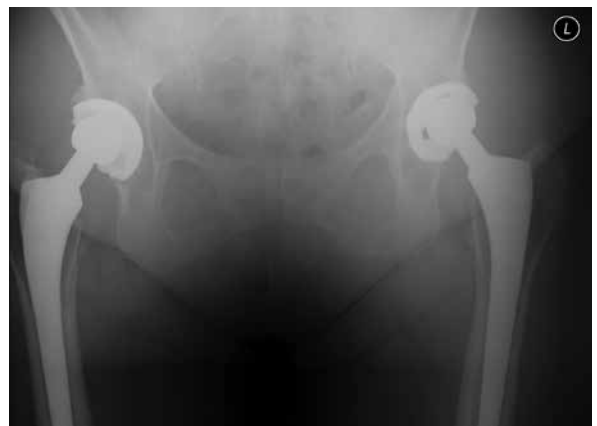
Radiografía de pelvis en un seguimiento a 20 años de una mujer de 65 años con reemplazo total de cadera bilateral por osteoartritis y displasia acetabular moderado. Su estado funcional bilateral es excelente aunque las radiografías indican un desgaste moderado de los forros de polietileno convencionales.
